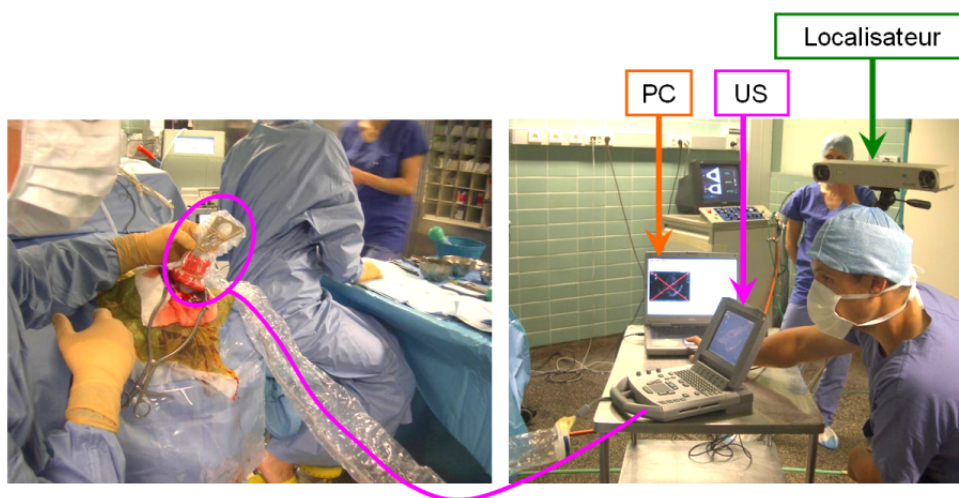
Configuration du système lors d’une acquisition d’images per-opératoires. Le transducteur manipulé par le chirurgien est relié à l’échographe dont les images sont recueillies par le PC hébergeant notre neuronavigateur. L’acquisition US est localisée par la caméra stéréoscopique placée en arrière de la tablette mobile.
